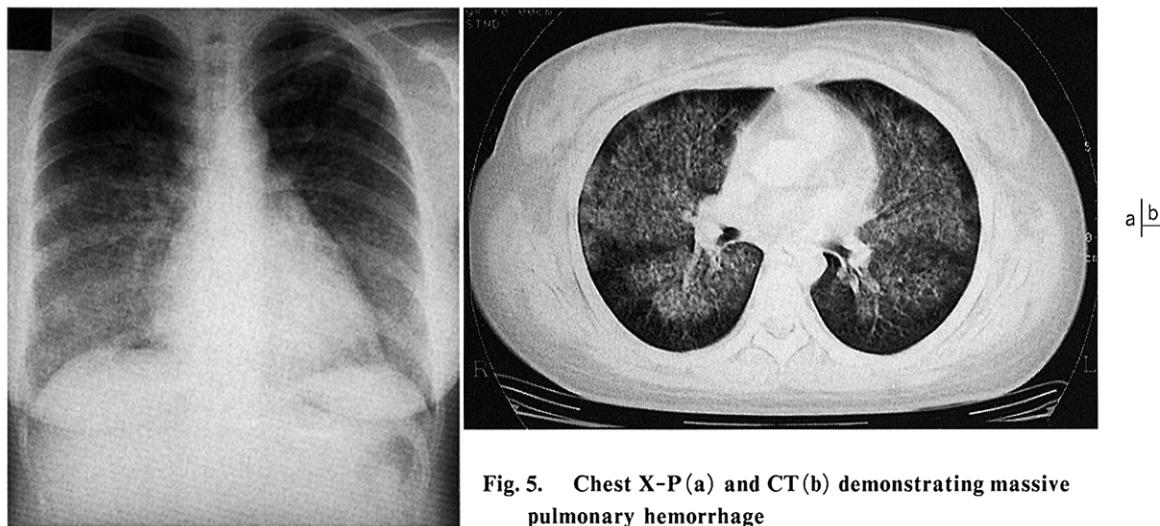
Chest X-P (a) and CT (b) demonstrating massive pulmonary hemorrhage
